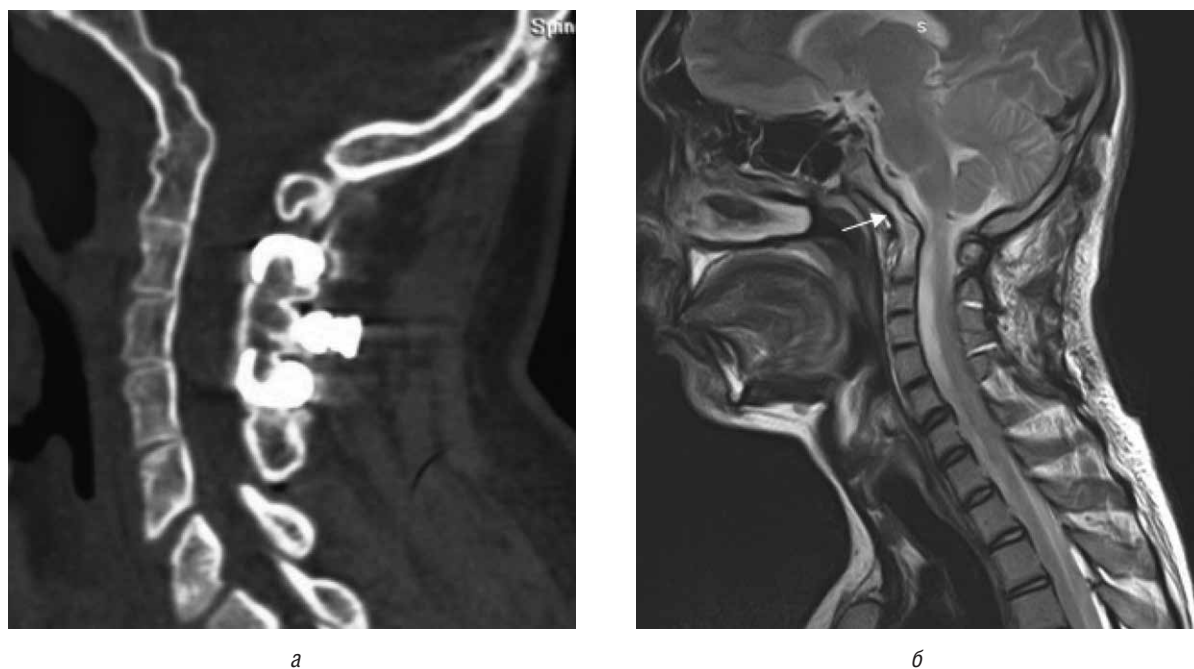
Сагиттальные КТ (а) и МРТ (б) срезы пациента в возрасте 15 лет. Сращение блюменбахова ската с шейными позвонками (обозначен стрелкой) без вторичной деформации или стеноза краниовертебрального канала и нормальным положением мозга
